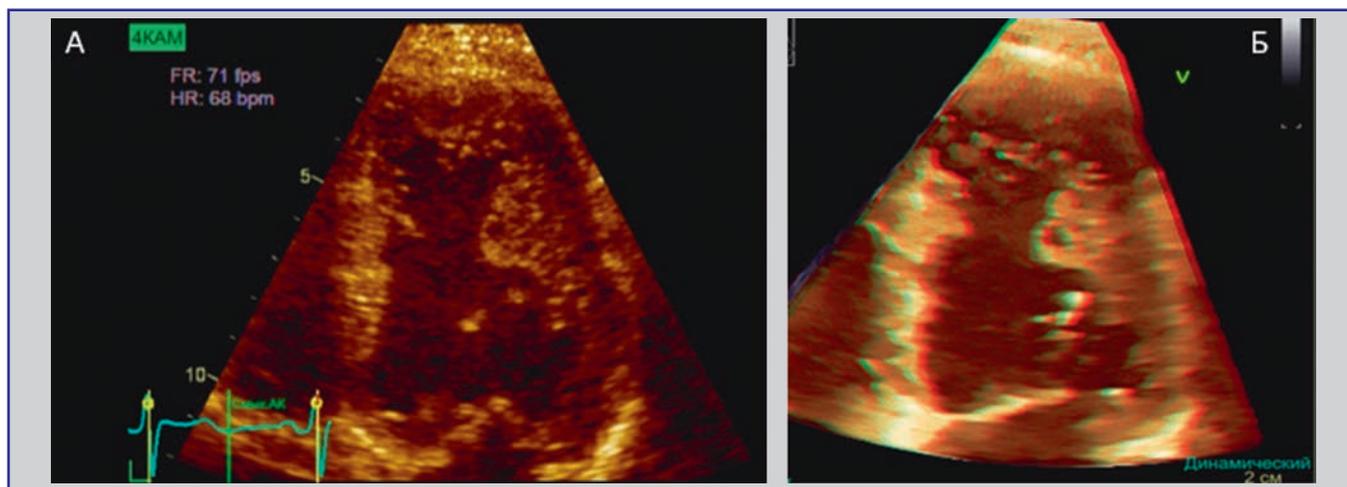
Ультразвуковая визуализация некомпактного миокарда левого желудочка (апикальный доступ, четырехкамерное сечение). На фрагменте А – режим 2D, на фрагменте Б – режим 3D эхокардиографии
